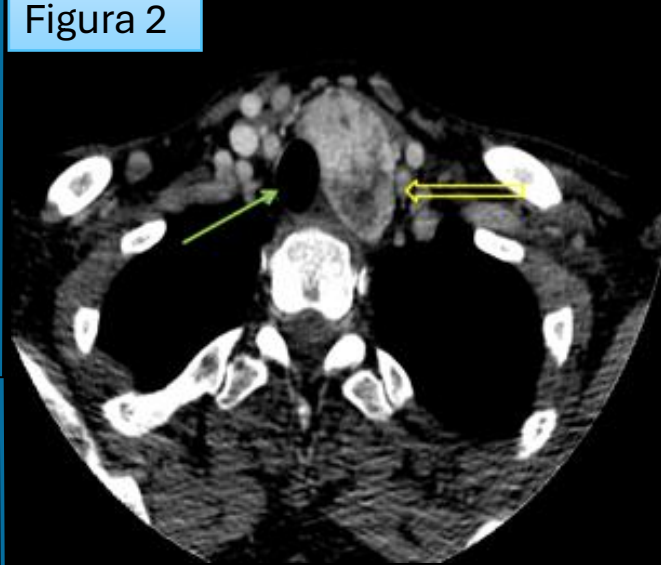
Tomografia Computadorizada(TC), corte transversal, topografia do tórax.
